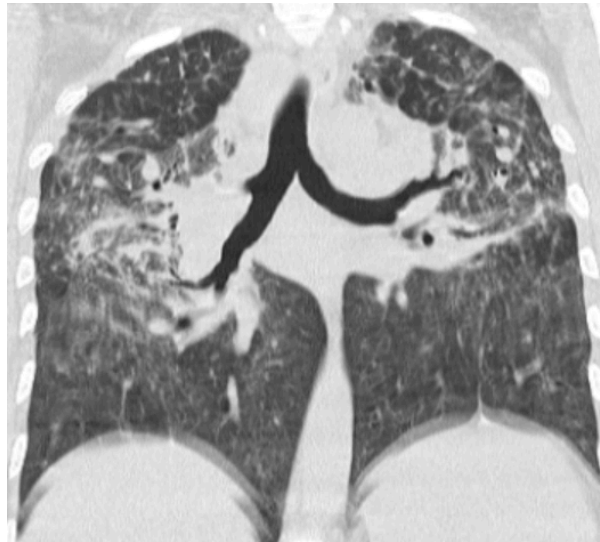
Саркоїдоз легень, IV стадія, КТ ОГП (фронтальна реконструкція): поширений фіброз легень з переважним ураженням верхніх та середніх відділів, верхня частка лівої легені зменшена в обсязі, корінь підтягнутий догори
